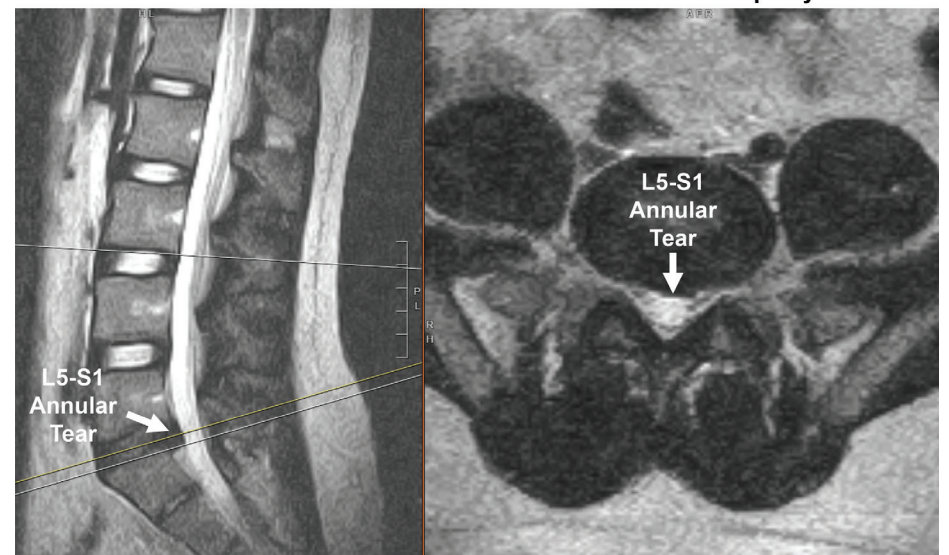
Se sospechó que un paciente con síndrome flácido duro tenía radiculopatía sacra desencadenada por la región 3 según las pruebas neurogenitales y las pruebas de anestesia regional. Esta resonancia magnética lumbar reveló una protuberancia del disco L5-S1 con desgarro anular.
